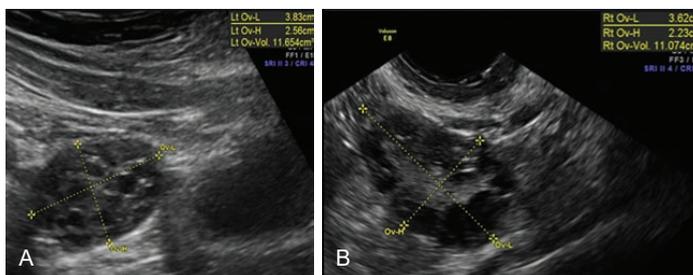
Morfología del ovario poliquístico. El umbral folicular para diagnosticar la morfología del ovario poliquístico incluye 25 folículos o más (2 a 9 mm) en todo el ovario, o un volumen ovárico de 10 mL o más. (A) USTA del ovario izquierdo en una paciente virginal que presenta antecedentes de amenorrea secundaria e hirsutismo. (B) Ultrasonido transvaginal del ovario derecho en una paciente con amenorrea secundaria.
